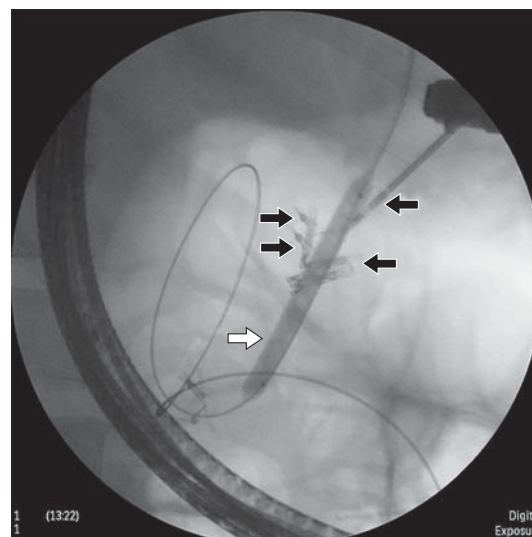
Рентгенограмма. Разрыв стенки ДПК в зоне БСДПК после баллонной дилатации стриктуры терминального отдела ОЖП. Эндоскопическое клипирование (клипсы указаны черными стрелками) при кровотечении из БСДПК после предварительной временной остановки баллонным катетером (белая стрелка).
